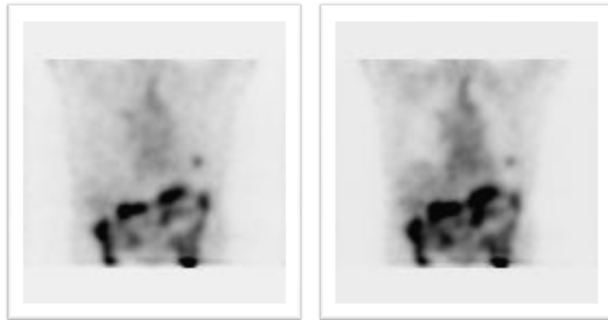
^{131}I Chest SPECT/CT (Non AC & AC).
